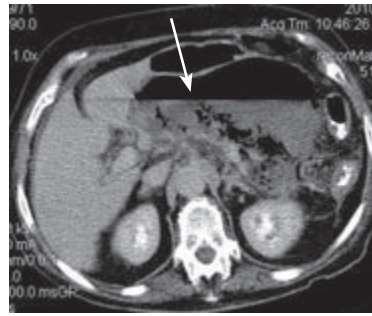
Спиральная компьютерная томография живота. Абсцесс сальниковой сумки
